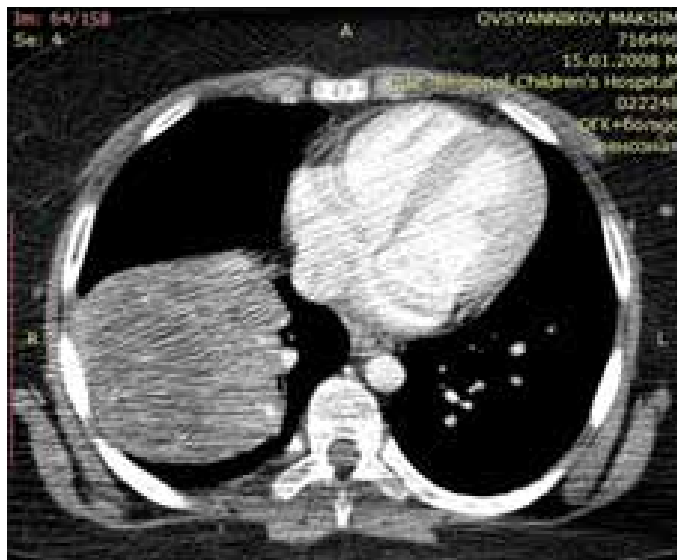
КТ органов грудной клетки пациента нативно и с контрастным усилением (от 08.07.2020). Примечание: в правом легком определяется образование, интенсивно накапливающее контрастное вещество
